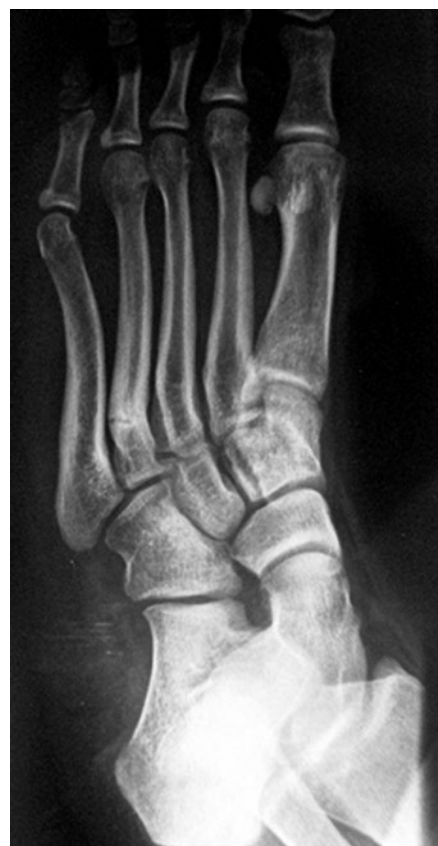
Radiografía simple con 6 meses de evolución
